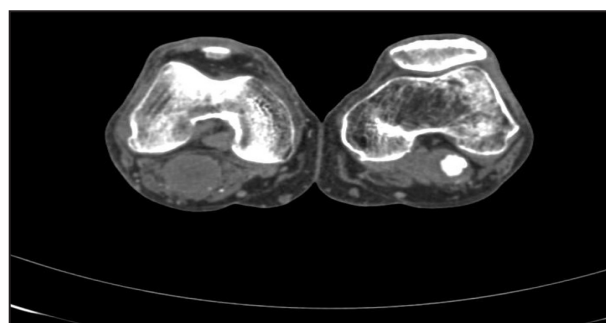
Angio-CT des membres inférieurs. On observe un petit (19 mm) anévrisme poplité droit thrombosé et une dilatation aneurysmale (17 mm) avec thrombose pariétale de l'artère poplitée gauche.
